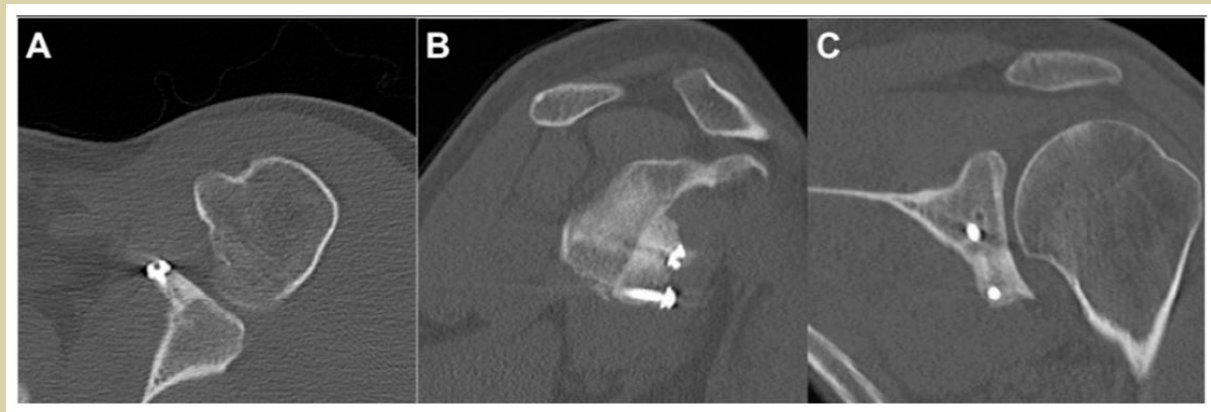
Exame de tomografia computadorizada em cortes axial, sagital e coronal, demonstrando excelente incorporação do enxerto autólogo de tíbia distal, demonstrando mínima reabsorção após dois anos de seguimento cirúrgico.
